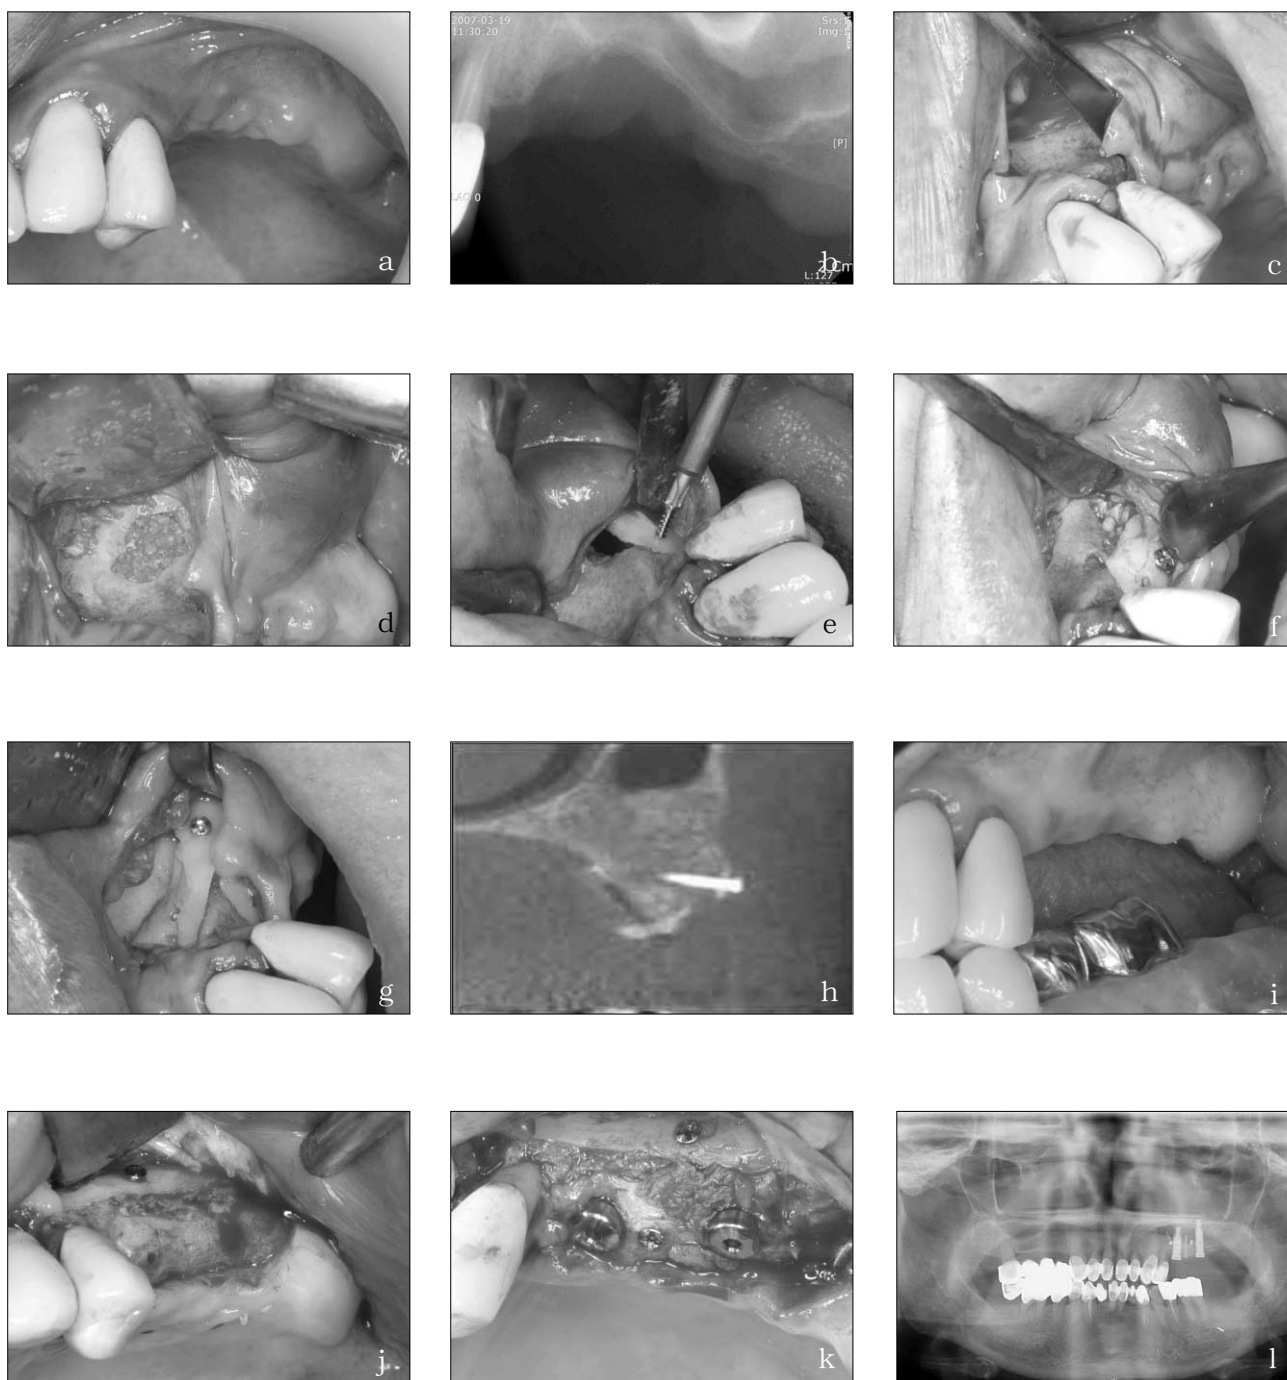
Patient 2, Vertical alveolar deficiency on left posterior maxilla (a) defect prior to intervention; (b) radiograph showing severe alveolar and sinus bone deficiency; (c) vertical incision and dissection with tunnelling action; (d) sinus bone graft is done with lateral window approach ; (e) 1st block is placed on the roof and fixed; (f) particulated bone mixture graft is placed under the roof; (g) 2nd thin block is fixed over the graft (h) a sagittal view of augmented area with dental CT; (i) tissues during the healing phase of the graft just before implant placement; (j) exposure of regenerated area on left side with the screw still in situ; (k) implants are placed; (l) post operative panoramic radiograph showing vertically augmented alveolar ridge and implants.
